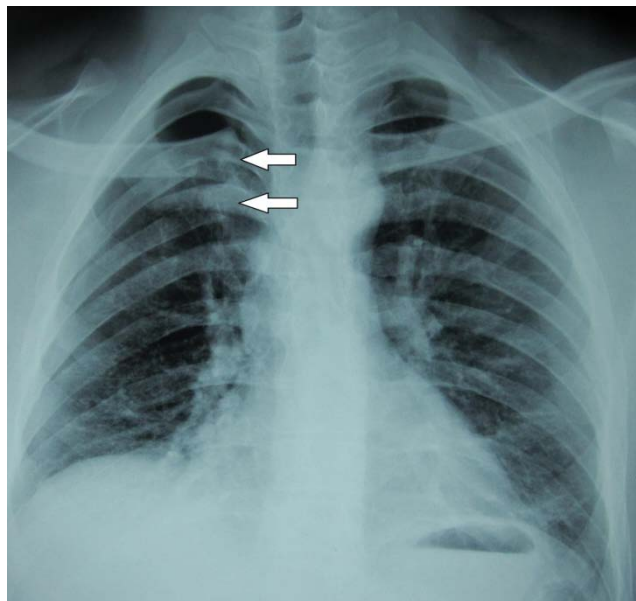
Radiographie thoracique : fracture de l'arc postérieur des 4ème et 5ème côtes droites.
